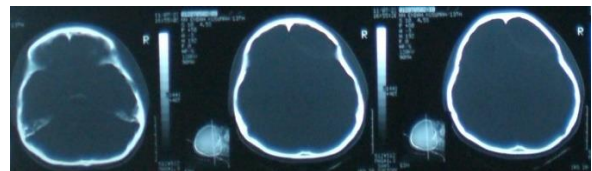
CT Scan Kepala pertama, tanpa kontras potongan axial
